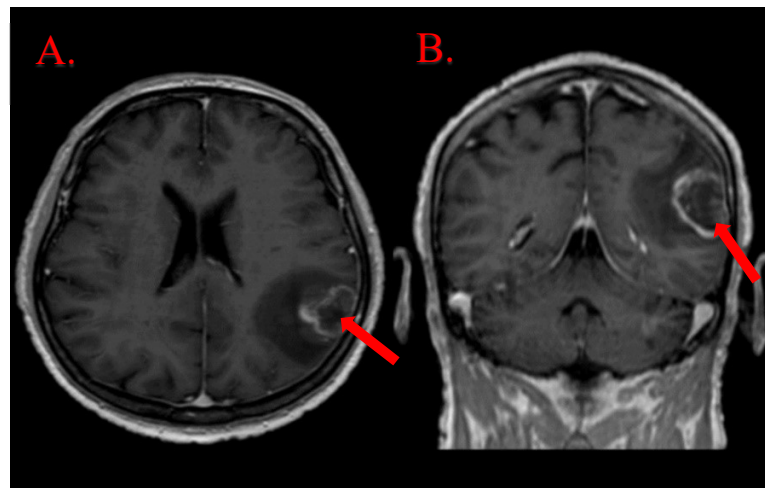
CT vyšetření mozku pacienta s GBM
